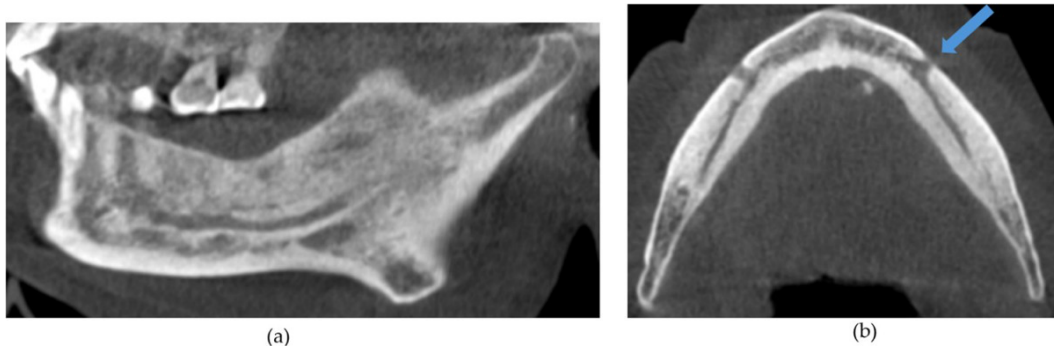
(a)- Osteoesclerose da mandíbula observada em CBCT. (b)- localização do foramen mentoniano. Retirado de (Ko et al., 2024).
